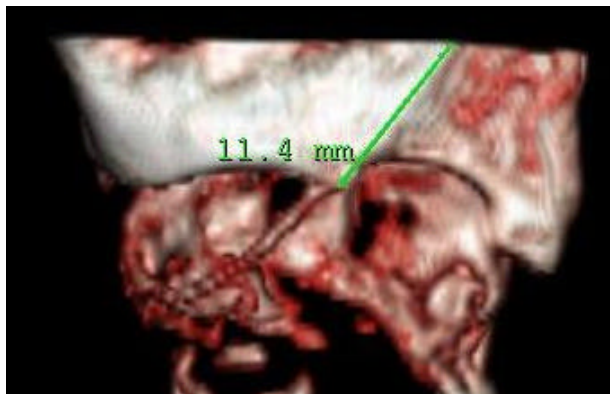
Tomographic volumetric reconstruction of the larynx, from the level of the free border of the vocal fold down to the inferior border of the cricoid cartilage. The green line runs over the oblique line and shows the distance between the inferior thyroid tubercle and the level of the free border of the posterior third of the vocal fold (in this case, 11,4mm).
